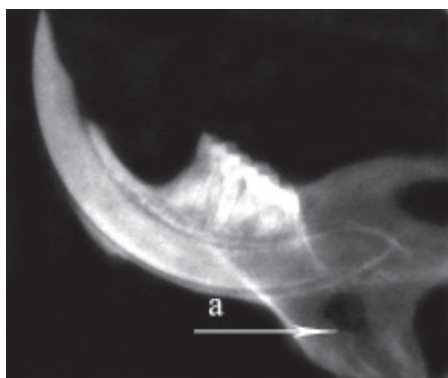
Рентгенологічний знімок нижньої щелепи щура зліва. Контрольна група, 30 доба експерименту.
